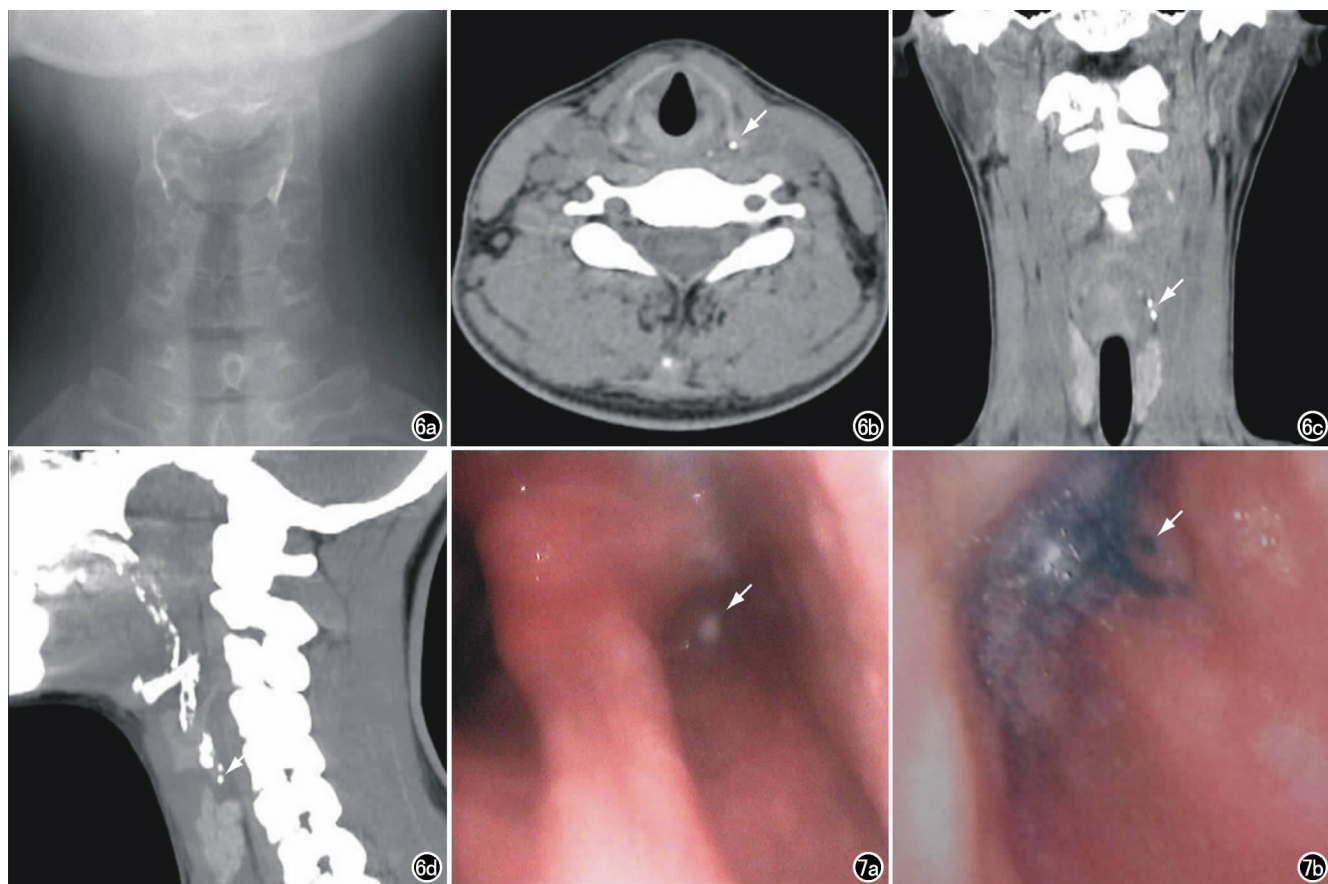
女,10岁,AST、CPSF。a) BSX正位片,未见明显瘘道显示; b) 口服对比剂后CT扫描横轴面图像示左侧梨状窝瘘道内对比剂积聚(箭); c) 冠状面CT图像示瘘道位于甲状腺左叶上缘,其内对比剂积聚(箭); d) 矢状面CT图像示左侧梨状窝后下方细小瘘道形成,其内对比剂积聚(箭)。图7 女,15岁,AST、CPSF。a) 喉镜检查图像示梨状窝瘘口(箭); b) 美兰染色下喉镜检查图像示梨状窝瘘口内美兰积聚(箭)。
